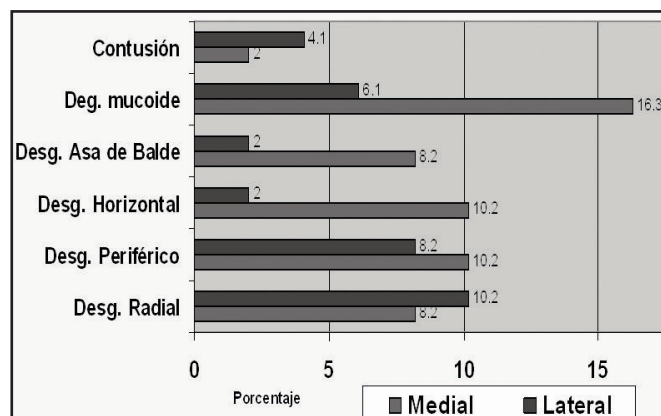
Frecuencia del tipo de lesión específica según el menisco afectado. Diagnóstico por IRM.
